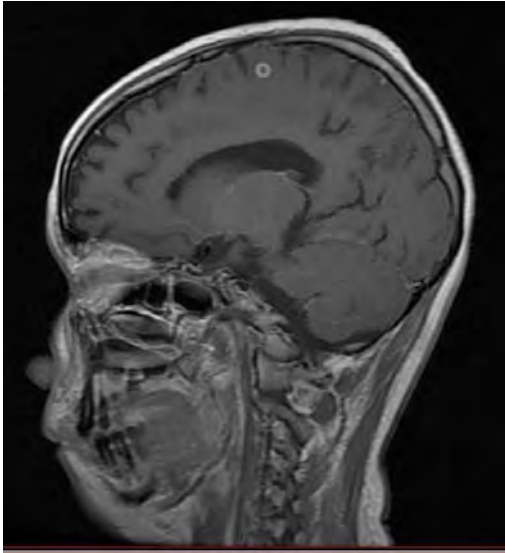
Resonancia magnética de cráneo, corte sagital con lesión isointensa y reforzamiento anular a nivel cortical parietal derecho.
